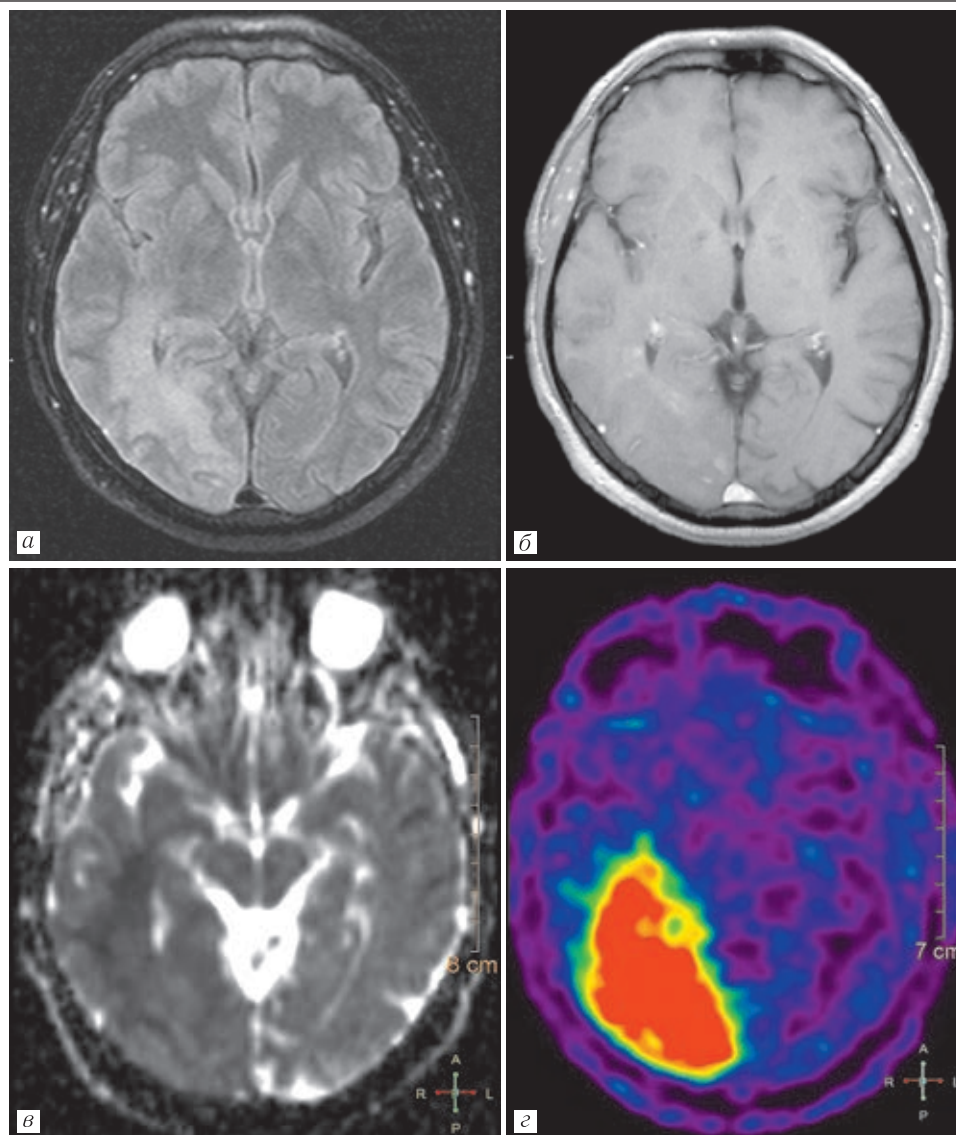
На аксиальных сериях FLAIR-ИП визуализируется опухоль смежных отделов правой височной и затылочной долей (глиобластома) (а), с накоплением контрастного вещества в виде нескольких мелких очагов (б). На картах ИКД (в) и ПЭТ-изображениях (г) зоны ограничения диффузии и гиперфиксации РПФ совпадают по локализации. Заключение: полное совпадение данных ДВИ и ПЭТ
